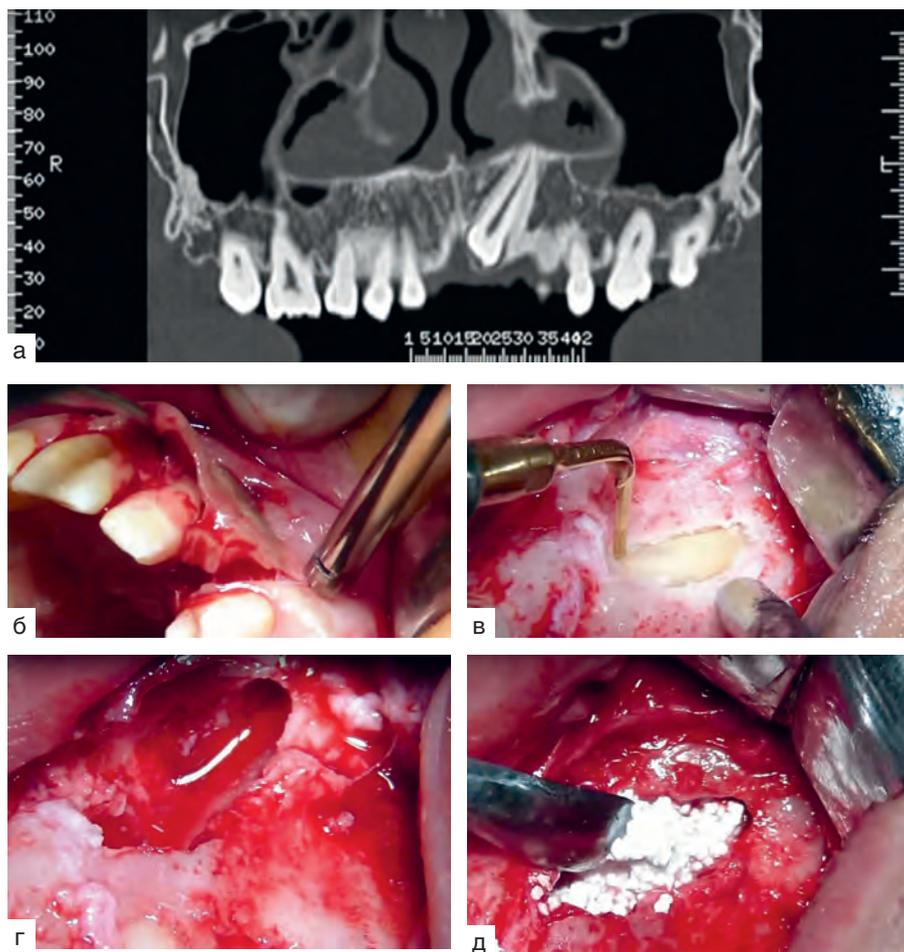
Операция удаления ретенированного 2.3 зуба: а — фрагмент компьютерной томографии; б — разрез, откидывание слизисто-надкостничного лоскута; в — трепанация отверстия в кортикальной пластинке; г — удаление зуба, костная полость после удаления зуба; д — заполнение костного дефекта остеопластическим материалом
